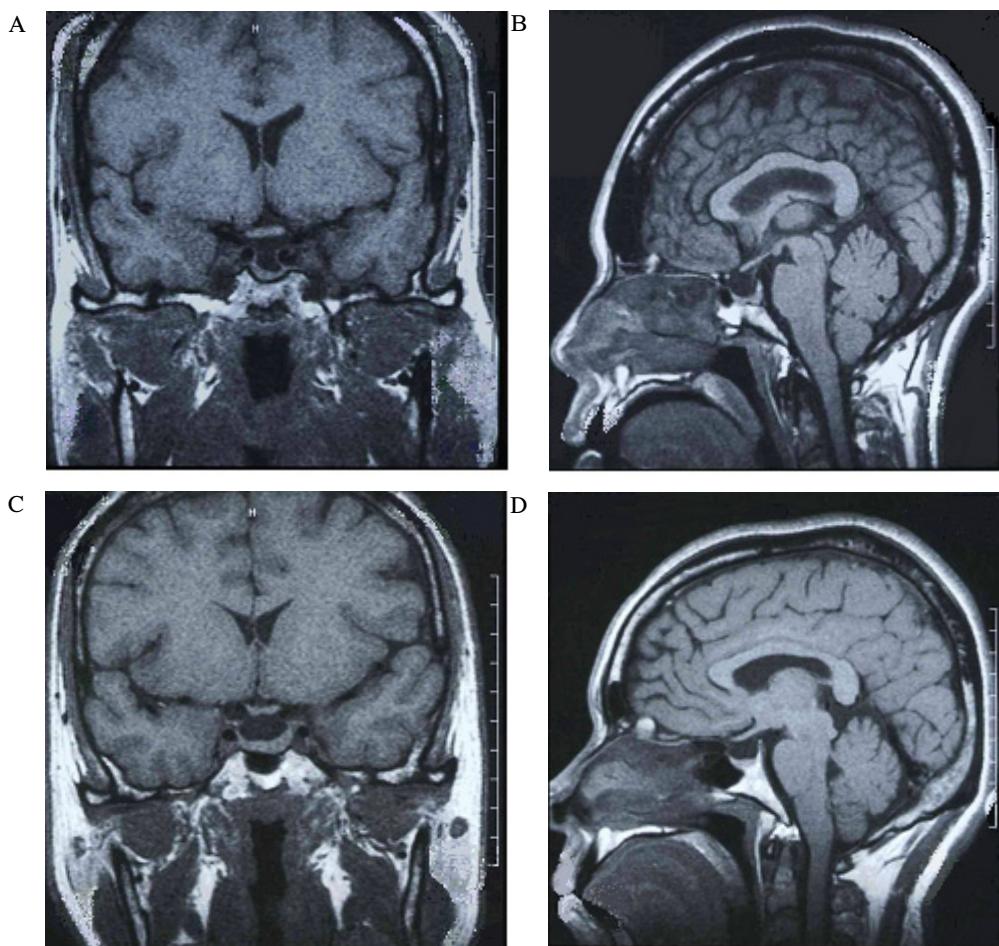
Sella MRI T-1 weighted coronal (A) and sagittal (B) images of case 1 showed that pituitary fossa was prominent in size and most of that was filled with cerebrospinal fluid without definite focal pituitary mass lesion. The coronal (C) and sagittal (D) images of case 2 showed the same features.
